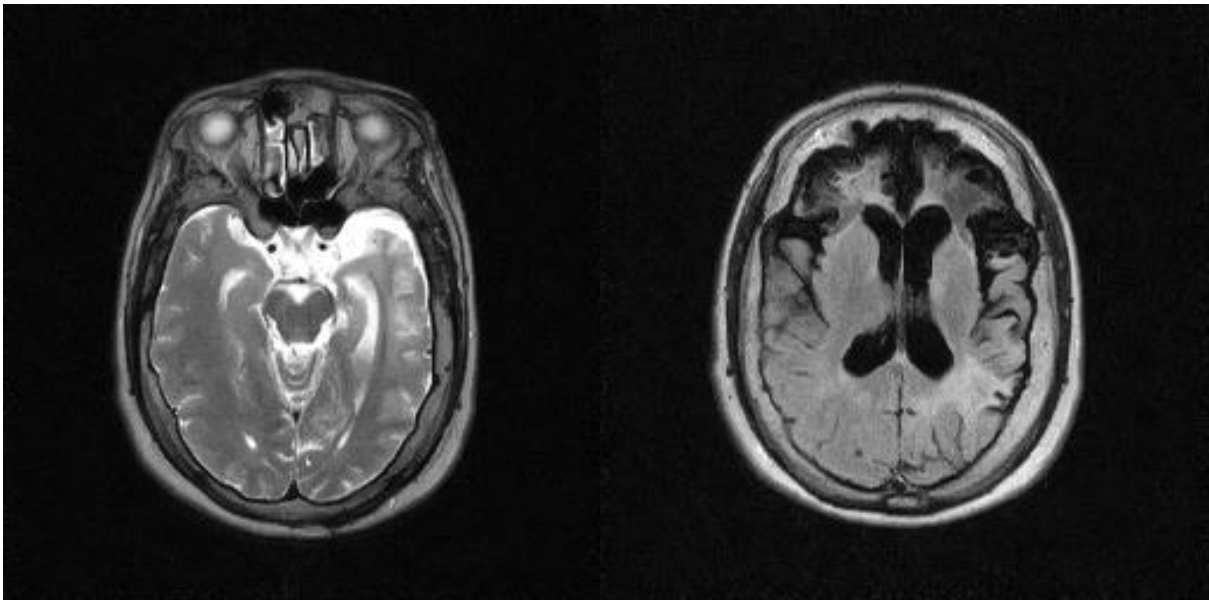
МРТ хворого Д. (№204538/20) з мультифокальною епілепсією. Енцефаломалаяційні зміни обох лобових та тім'яних часток, лівої скроневої частки – наслідок перенесеного вірусного енцефаліту
